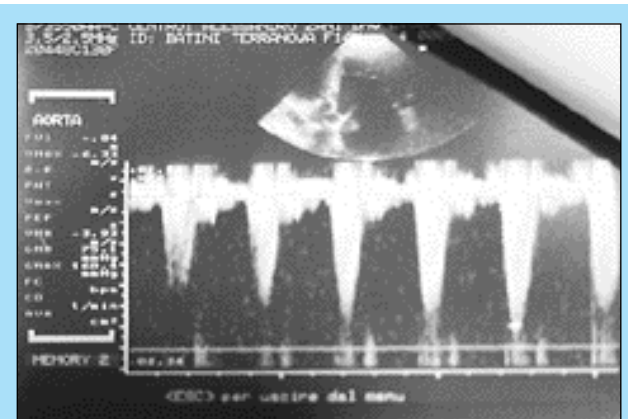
Doppler continuo in aorta in proiezione apicale 5 camere, si evidenzia il jet turbolento ad elevata velocità.
